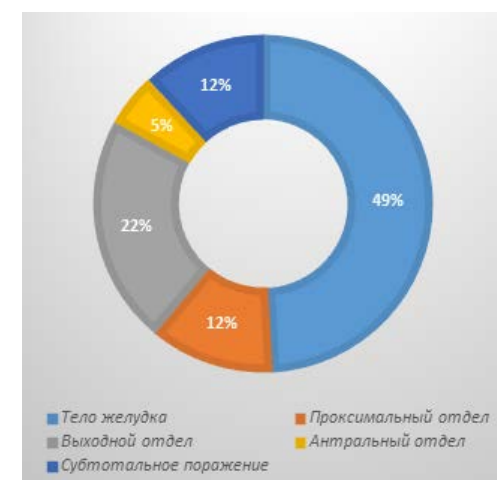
Distribution of GC cases by process localization according to CT
